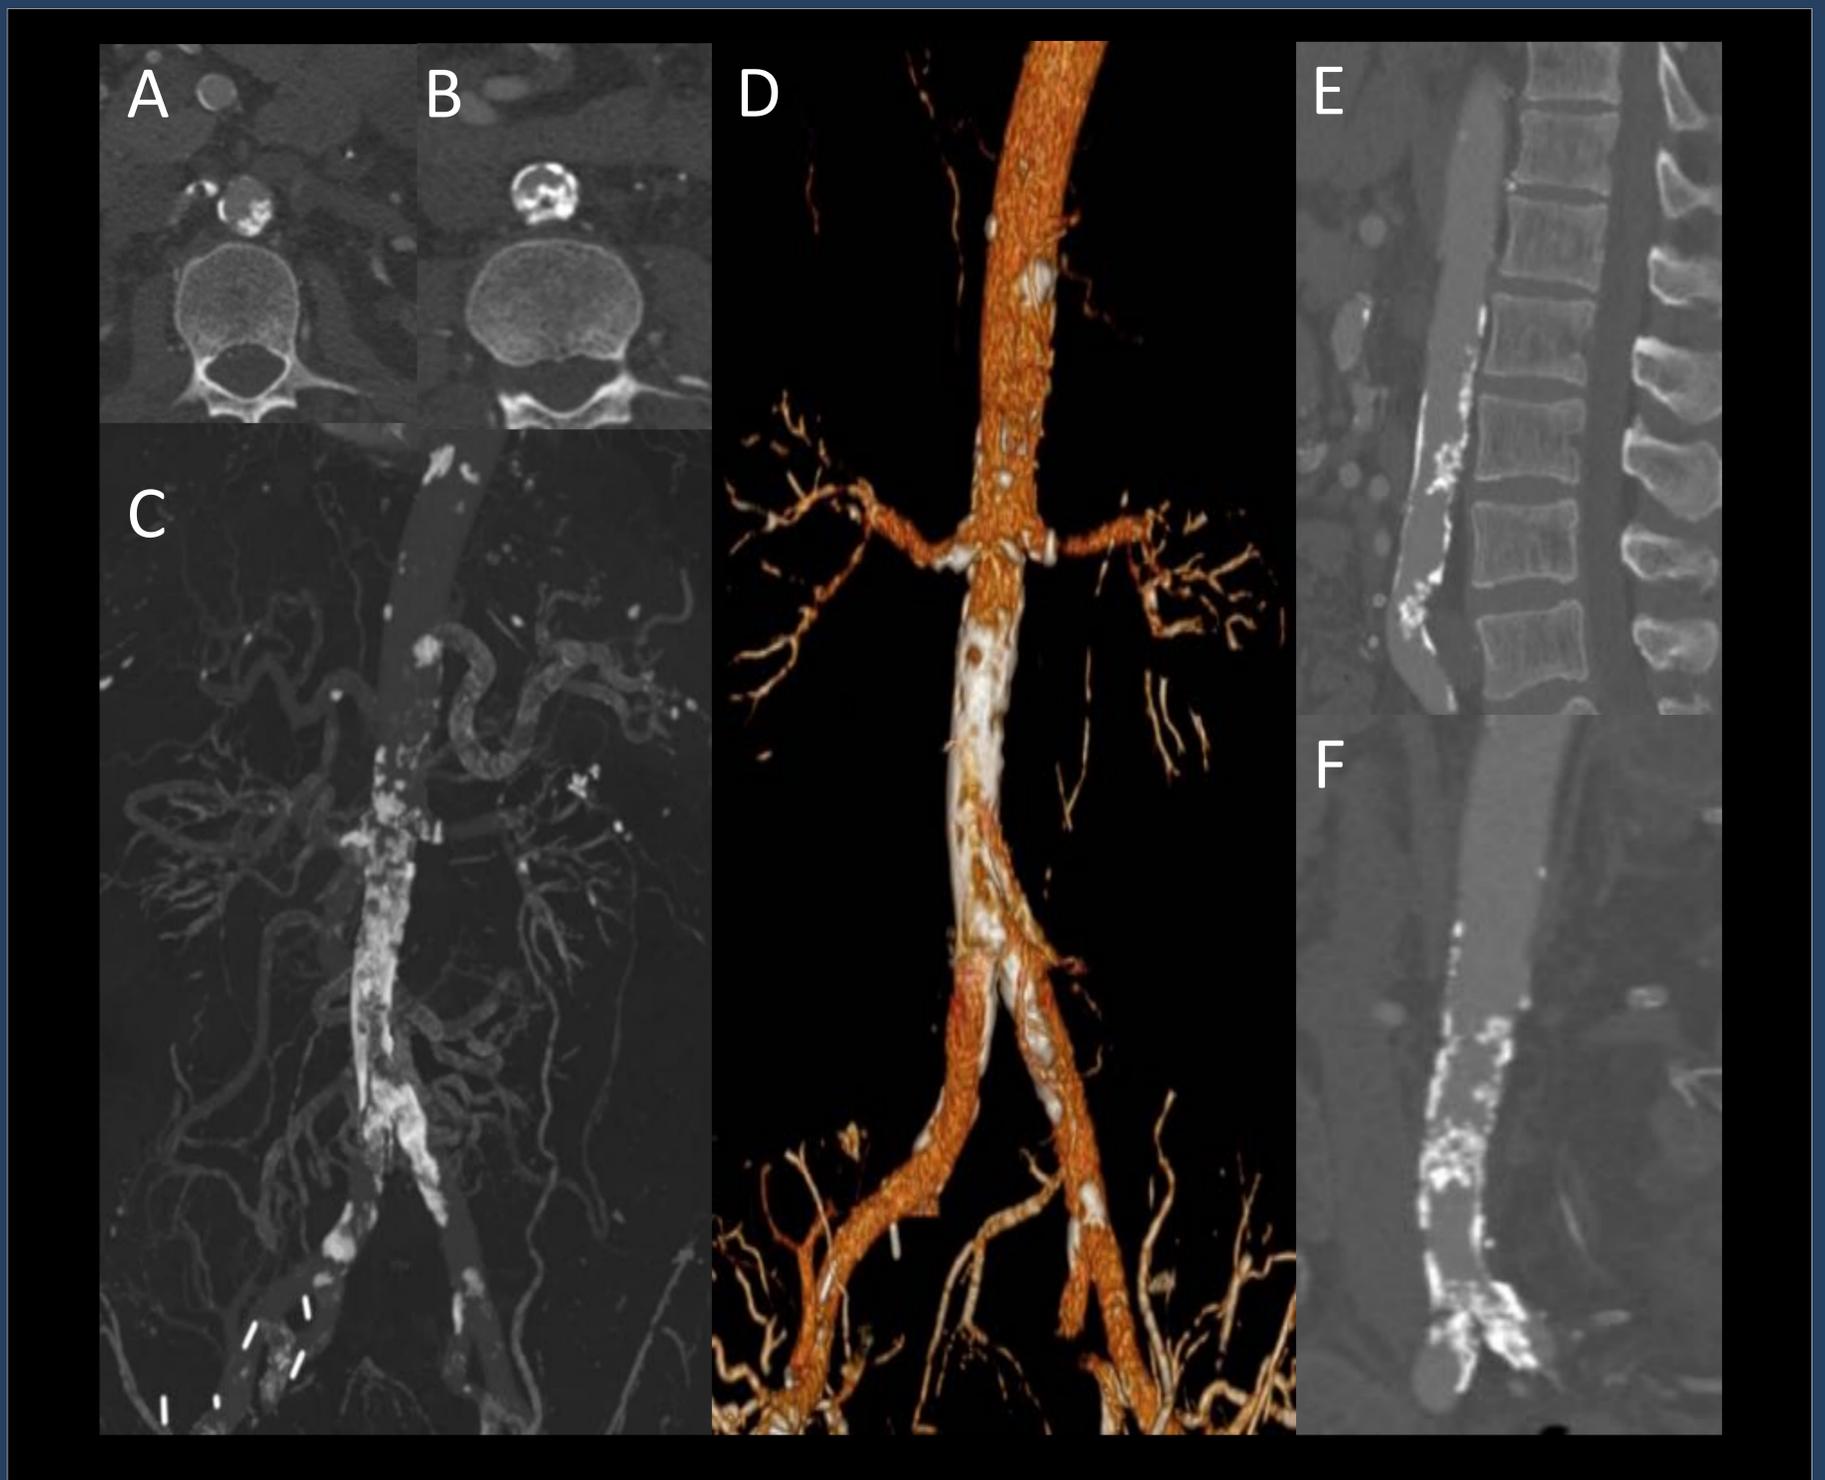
Aorta en barrera de coral . A, B: TC RMP axial con contraste intravenoso donde se visualizan las marcadas calcificaciones de la pared aórtica con prolongaciones serpiginosas e irregulares hacia la luz aórtica. C y D: TC 3D volume rendering con visualización del árbol vascular con las calcificaciones aórticas. E Y F: TC RMP sagital y coronal con MIP.
